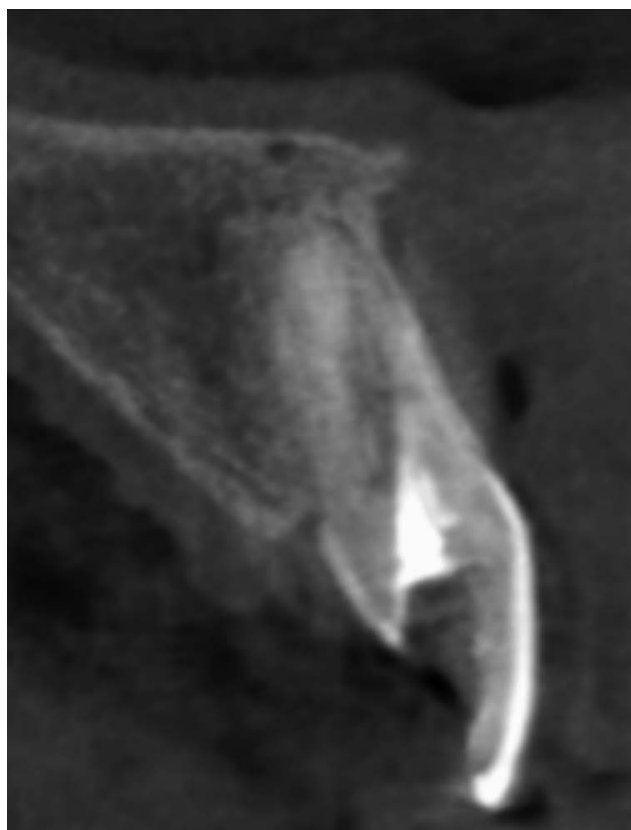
CBCT – zatarcie szpary ozębnej dystalnie, przekrój licowy
